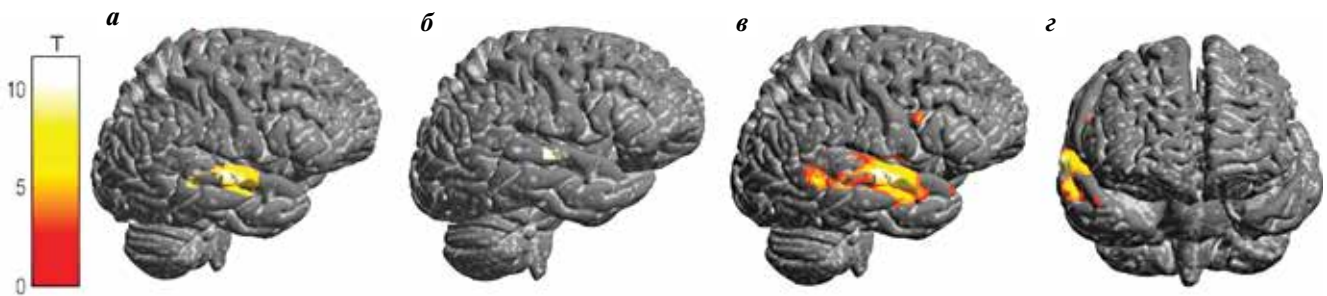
3D-реконструкции данных функциональной магнитно-резонансной томографии в тестах на активацию зоны Вернике, с наложением на реконструированные T1-взвешенные изображения с изотропным вокселем (серая шкала): а – активация при прослушивании фонем, вид сбоку на правое полушарие; б – активация при прослушивании отдельных слов, вид сбоку на правое полушарие; в, з – активация при прослушивании простых предложений: в – вид сбоку на правое полушарие, з – вид спереди
